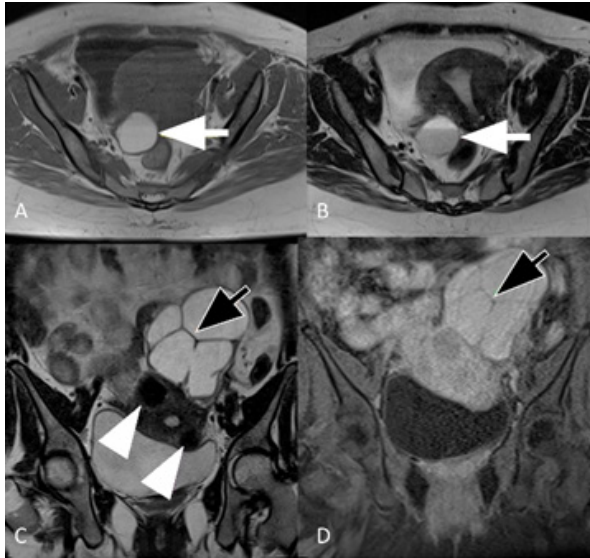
Imágenes axiales de RM ponderadas en T1 (a) y T2 (b) donde se aprecia lesión quística anexial derecha con efecto "T2 shading" (flechas blancas), característico del endometrioma. Inferiormente imágenes coronales en T1 (c) y T1 con gadolinio (d), muestran prominente lesión quística con septos internos (flechas negras) de aspecto multiloculado en anexo izquierdo, con contenido hiperintenso compatible con endometrioma. Adicionalmente, se aprecian dos miomas subserosos (cabeza de flecha blanca).
